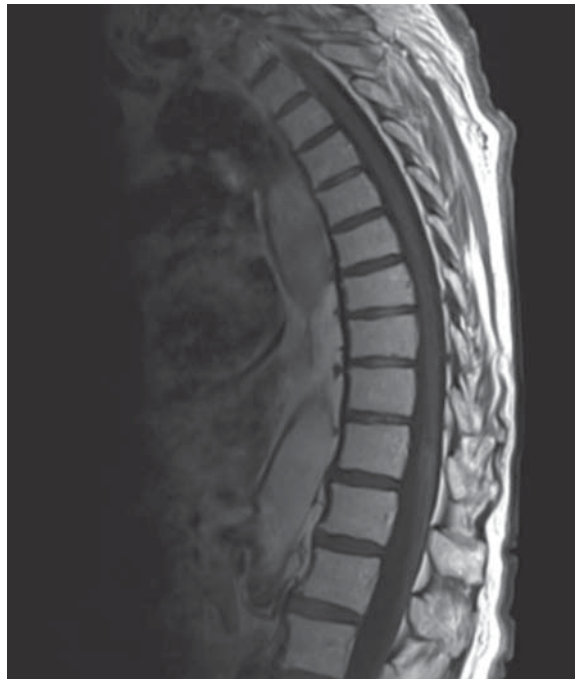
Spine MRI: T1 Gadolinium sequence.
